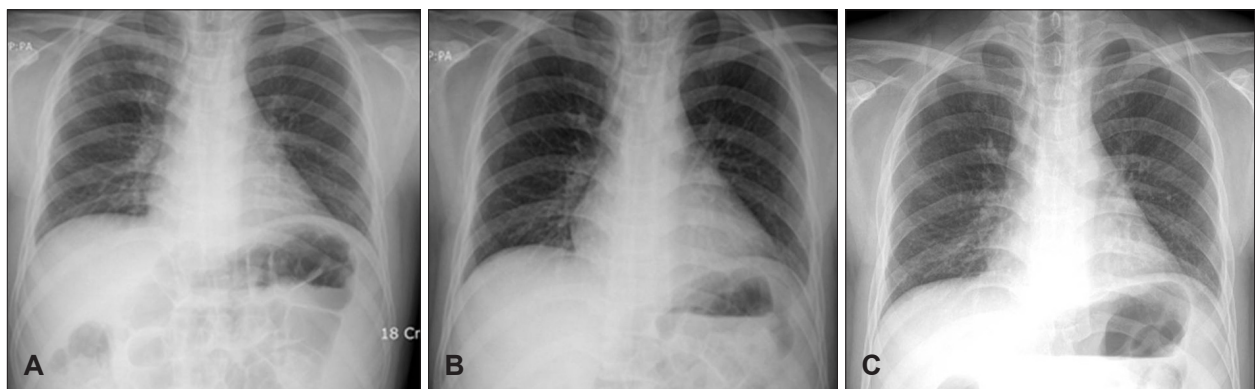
Chest X-ray findings between before (A) during (B) and after stopping (C) clozapine treatment. Cardiomegaly was developed during clozapine treatment (B) and improved after stopping clozapine (C).
